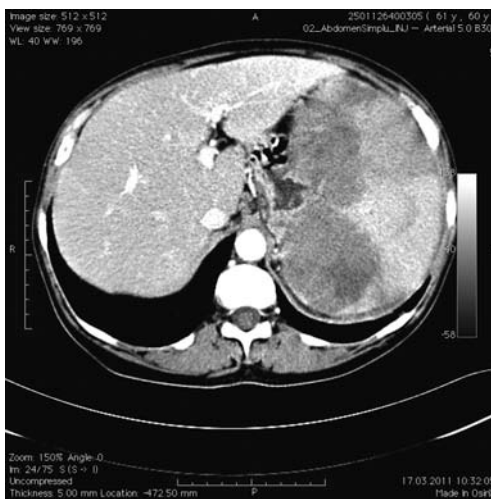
Abdominal CT scan showing a giant spleen largely occupied by two globular lesions, hypo dense with necrosis. Hepatomegaly with normal intrahepatic biliary ducts
